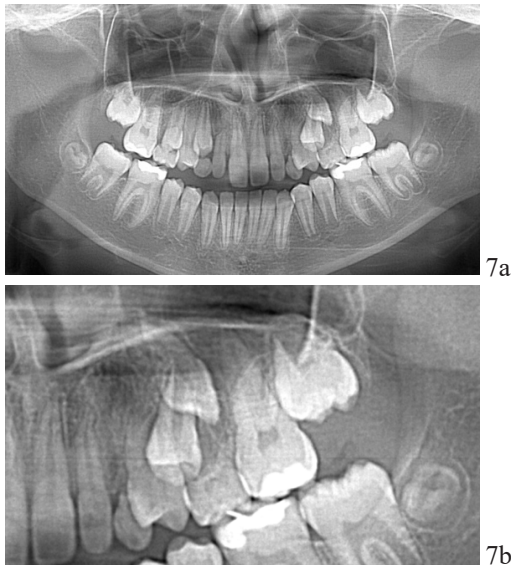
Orthopantomography of the patient V. before the treatment
